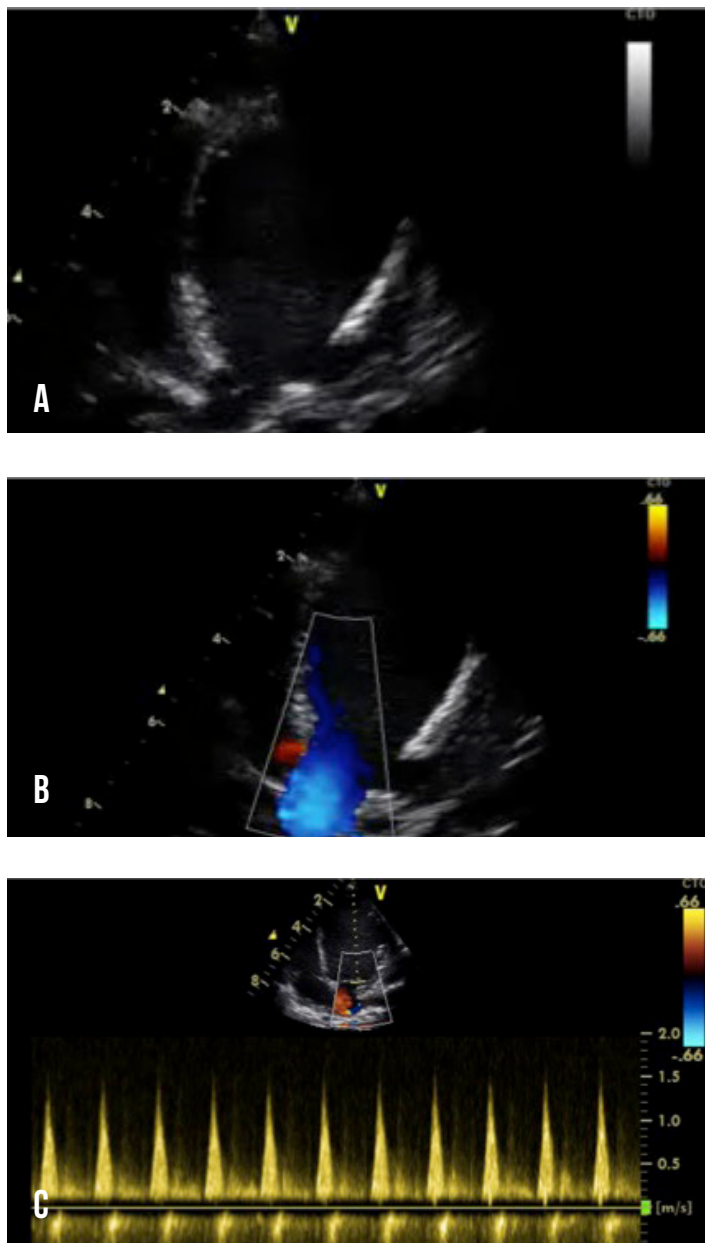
A. Vista de 5 cámaras B. Vista de 5 cámaras mostrando flujo en azul a través de la válvula aórtica, lo que significa mejoría de la función ventricular izquierda. C. Doppler aorta. (imágenes cortesía del banco de imágenes de la Unidad Cardiovascular Pediátrica de CEDIMAT)
